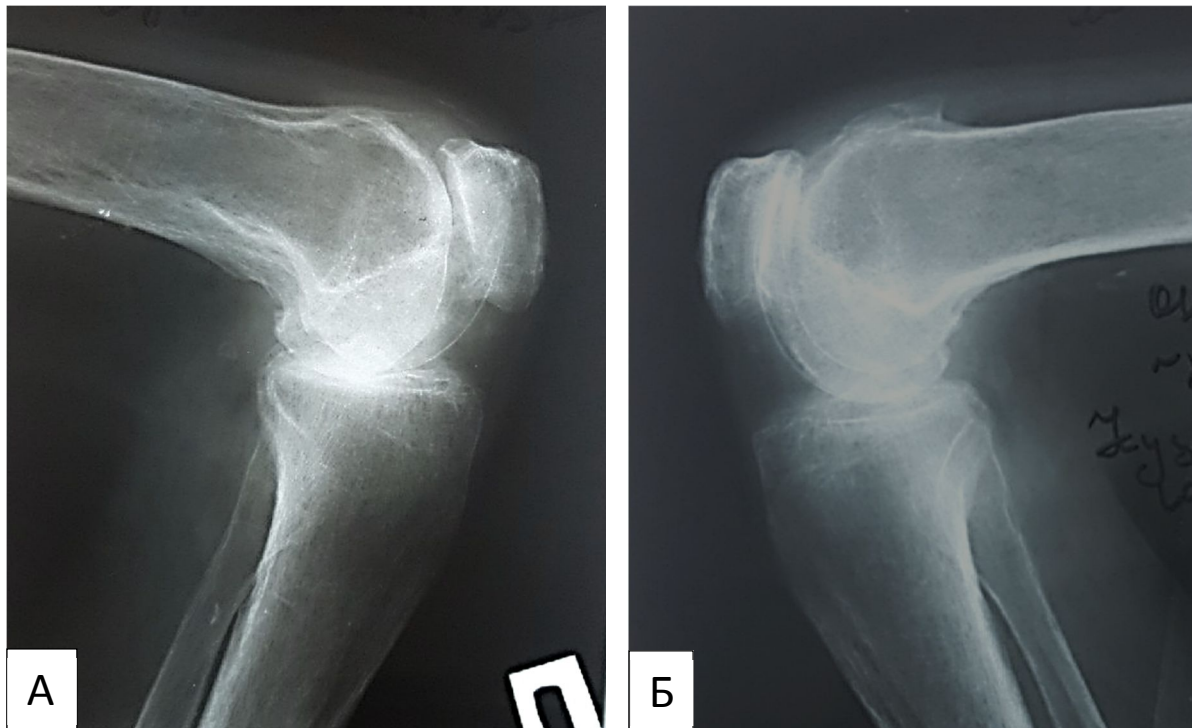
Рентгенограммы правого (А) и левого (Б) коленных суставов пациента Н. демонстрируют выраженные дегенеративно-дистрофические изменения (субхондральный остеосклероз, неровность суставных поверхностей, а также утолщение капсулы и экзостозы в местах прикрепления сухожилий) на фоне диффузного остеопороза
